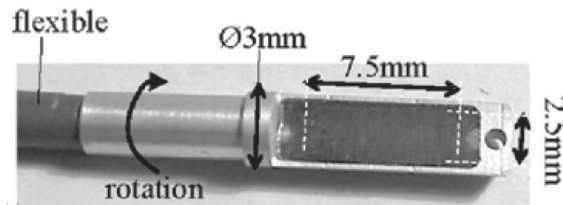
Sonde ultrasonore mono-élément pour la thérapie et l'imagerie.
